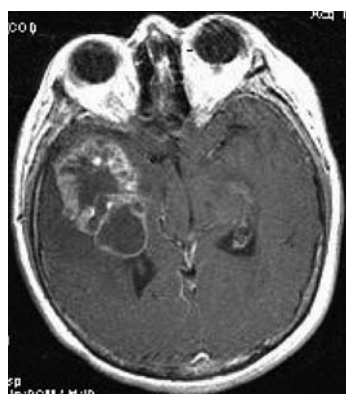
Магнитно-резонансная томограмма головного мозга в T1-режиме с контрастным усилением до операции. Опухоль в правой височной области.
